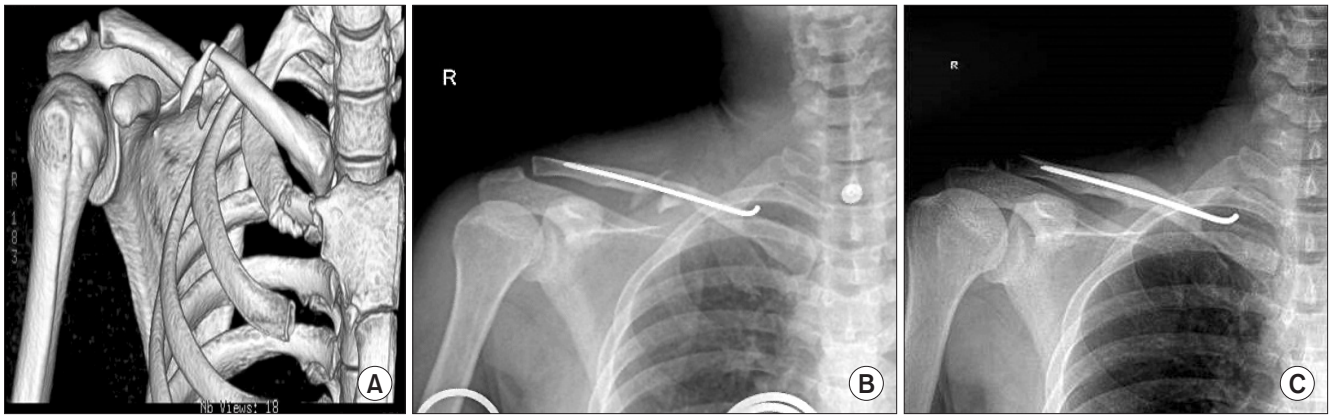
(A) Preoperative three-dimensional computed tomographic image showing a displaced clavicle shaft fracture with a double-butterfly fragment classified as Robinson type 2B2. (B) Immediate postoperative radiograph showing a well-reduced clavicle with double butterfly fragments with Steinmann pin fixation. (C) Radiograph from postoperative 12 weeks shows complete bone union with butterfly fragments and complete remodeling of the clavicle fractures.
